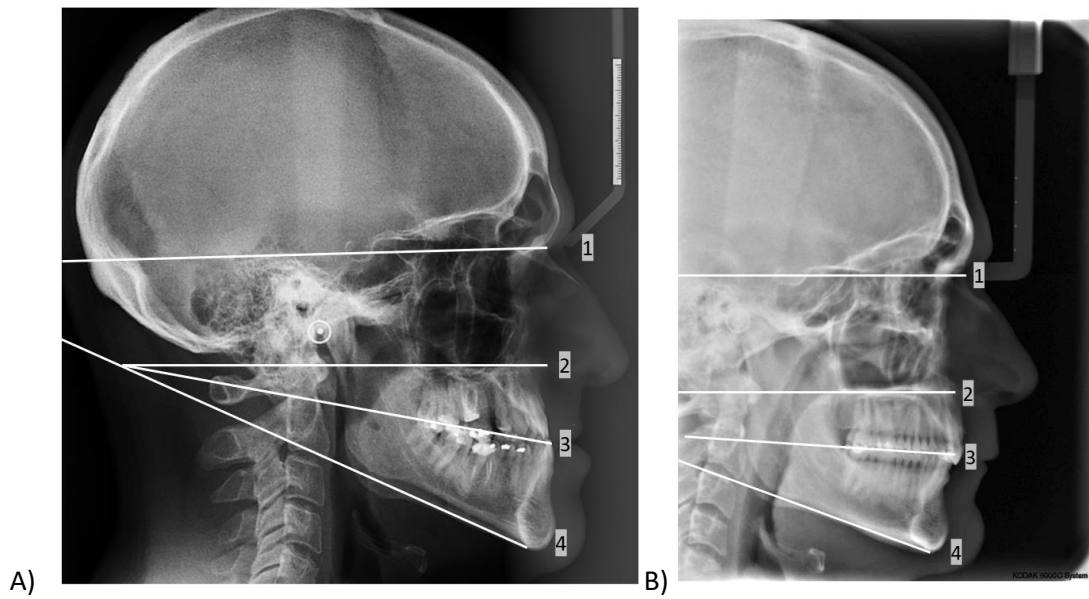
Radiografías laterales de cráneo. Nótese la divergencia de los planos SN y mandibular. A) Paciente Dolicofacial. B) Paciente Braquifacial. 1. Plano SN. 2. Plano palatino. 3. Plano oclusal. 4. Plano mandibular. Fuente: directa.
